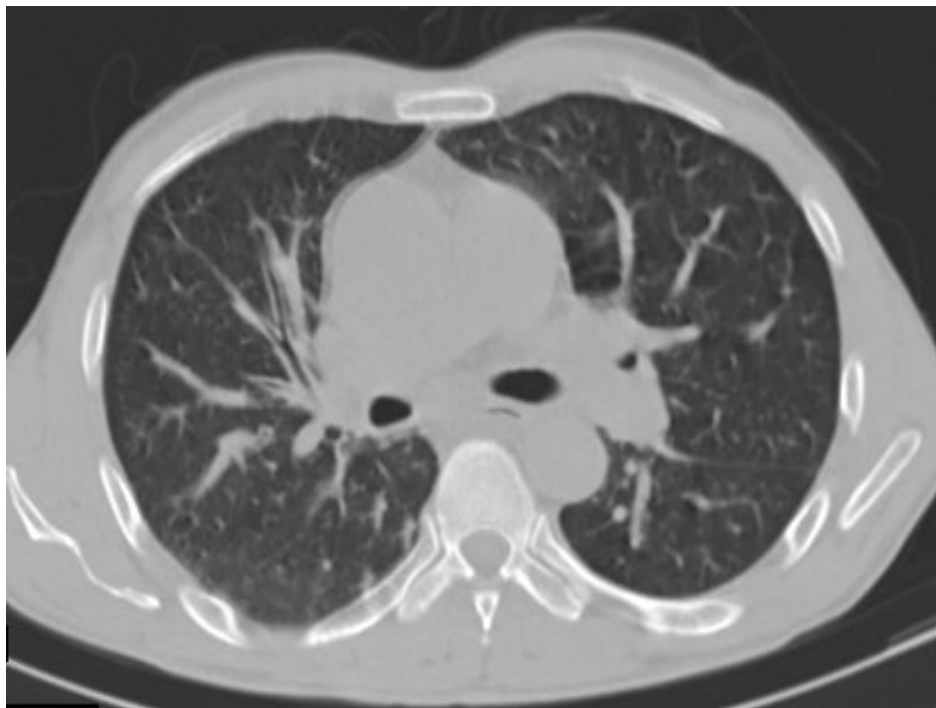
Компьютерная томограмма больного К., 38 лет. Пециломикоз легких. Периваскулярная и перибронхиальная инфильтрация.
